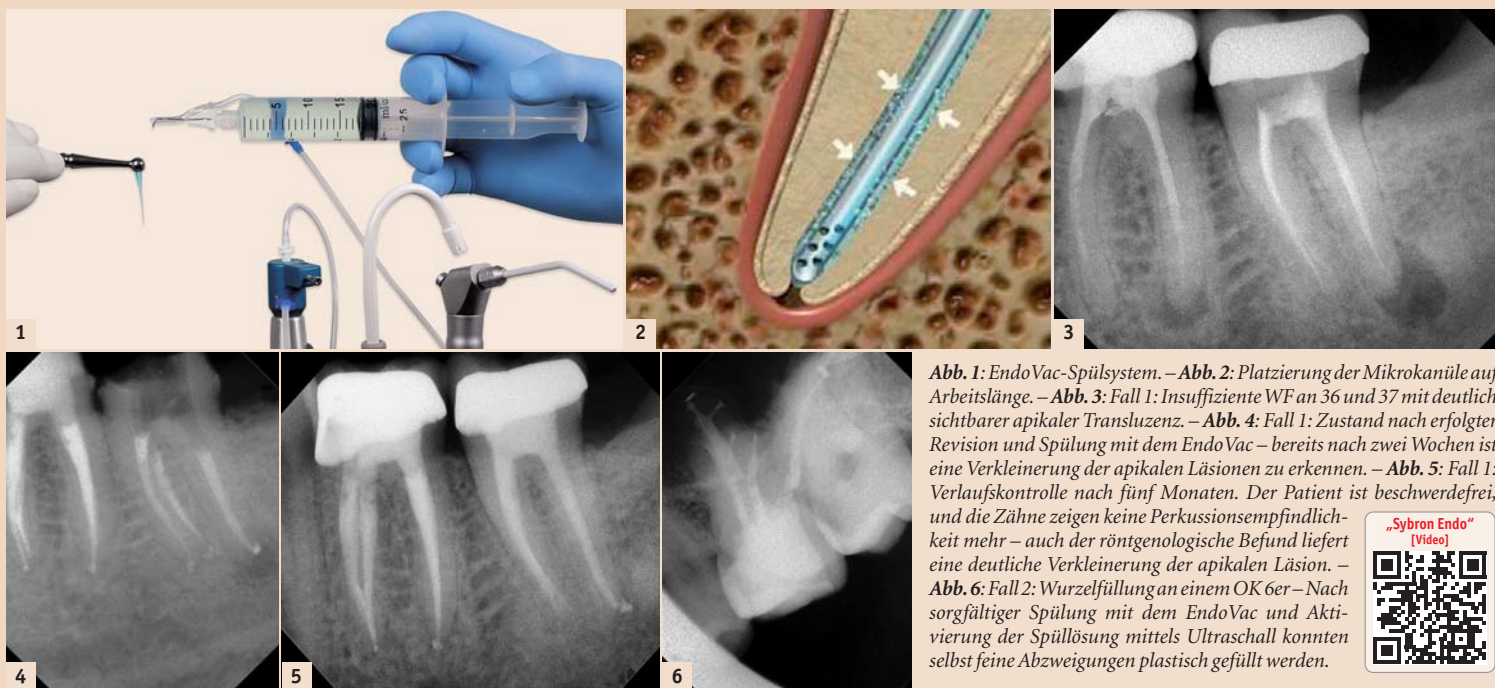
EndoVac-Spülsystem. – Abb. 2: Platzierung der Mikrokanüle auf Arbeitslänge. – Abb. 3: Fall 1: Insuffiziente WF an 36 und 37 mit deutlich sichtbarer apikaler Transluzenz. – Abb. 4: Fall 1: Zustand nach erfolgreicher Revision und Spülung mit dem EndoVac – bereits nach zwei Wochen ist eine Verkleinerung der apikalen Läsionen zu erkennen. – Abb. 5: Fall 1: Verlaufskontrolle nach fünf Monaten. Der Patient ist beschwerdefrei, und die Zähne zeigen keine Perkussionsempfindlichkeit mehr – auch der röntgenologische Befund liefert eine deutliche Verkleinerung der apikalen Läsion. – Abb. 6: Fall 2: Wurzelfüllung an einem OK 6er – Nach sorgfältiger Spülung mit dem EndoVac und Aktivierung der Spüllösung mittels Ultraschall konnten selbst feine Abzweigungen plastisch gefüllt werden.
